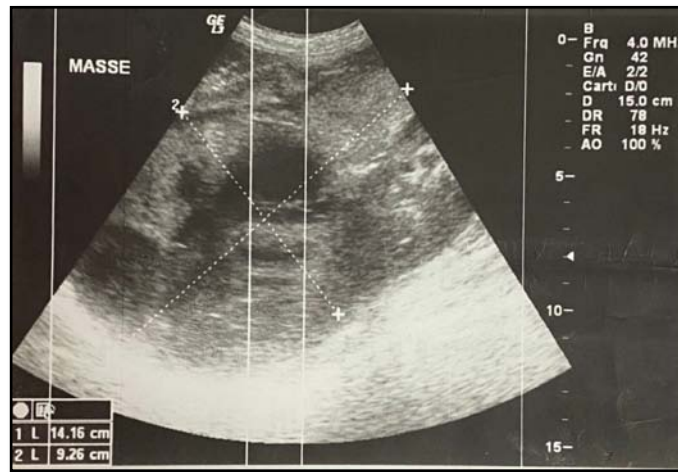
Échographie abdominale : Formation tissulaire arrondie bilobée en sus-rénal gauche mesurant 140x92mm, contenant des zones kystiques et vascularisées au doppler couleur (Observation 11).
